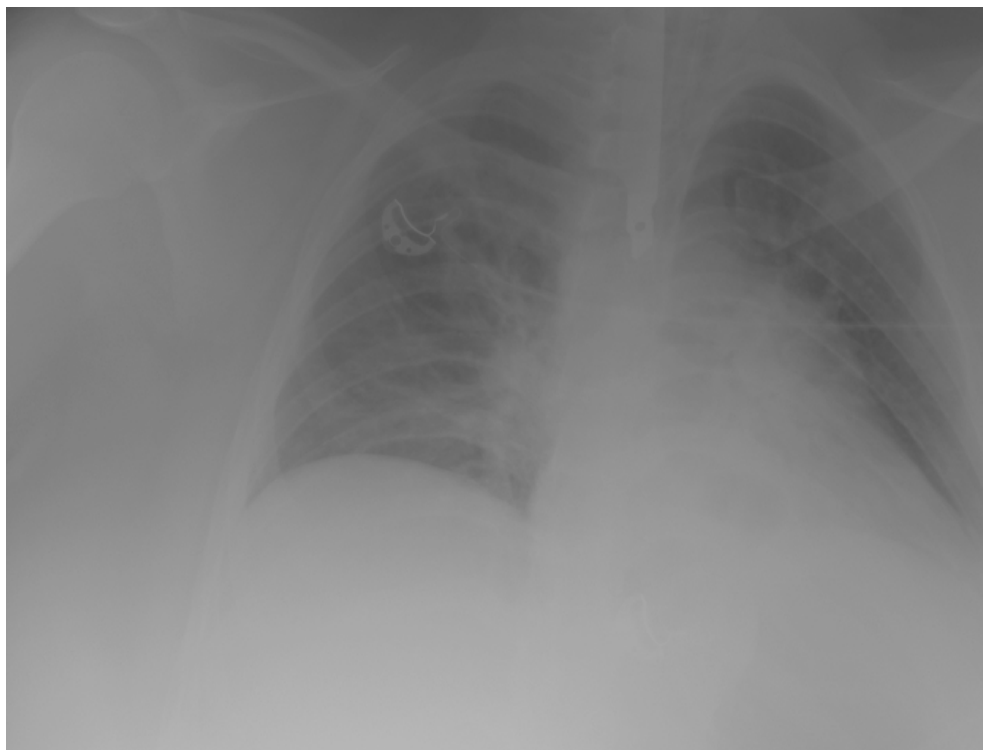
Radiografía AP de tórax portátil en la que se aprecia cuerpo extraño (cuchillo de cocina) en esófago.
